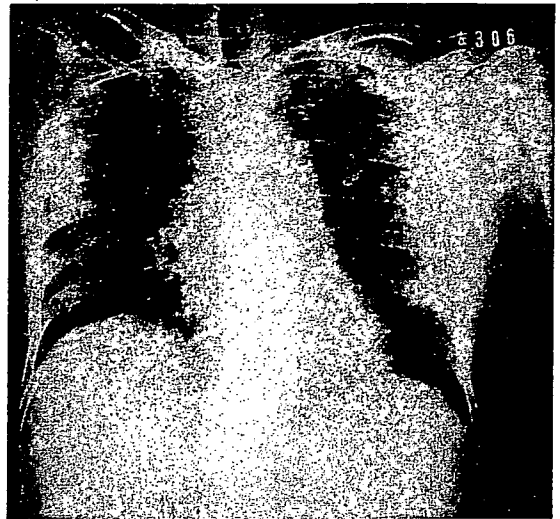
肝膿瘍穿破による横隔膜下膿瘍の胸部X線像(右横隔膜の挙上)
